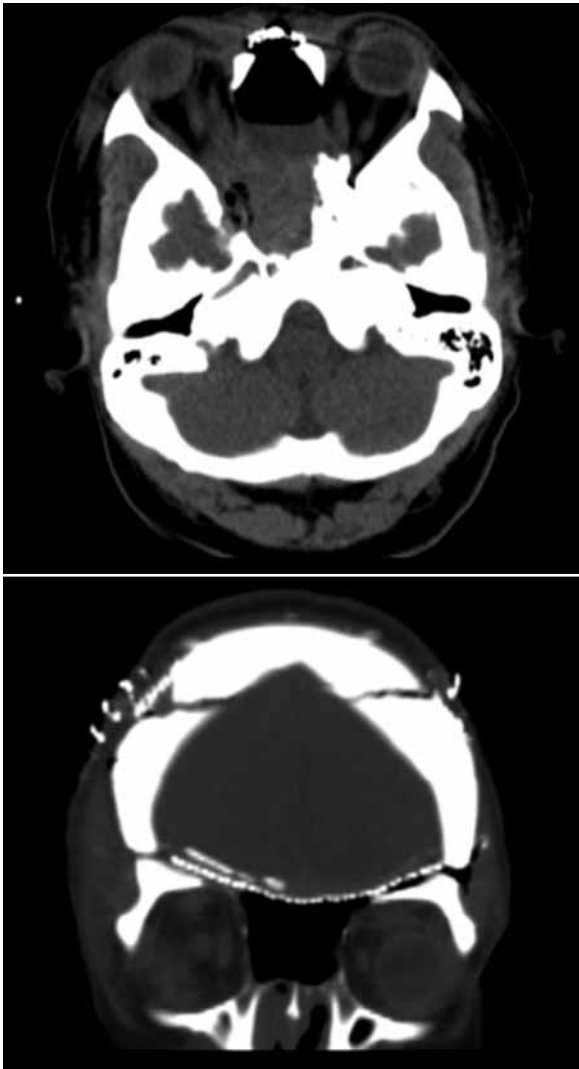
Tomografía de cráneo simple en donde se observa material descompresión orbitaria bilateral con adecuado porcentaje de resección tumoral que afecta la base de cráneo anterior.
